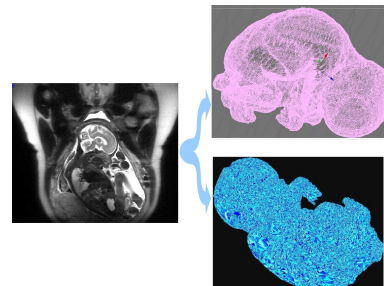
Maillages d'un fœtus obtenus, après segmentation, à partir de données IRM (à gauche) : maillage surfacique à base de triangles (en haut à droite) et maillage volumique à base de tétraèdres (en bas à droite).
